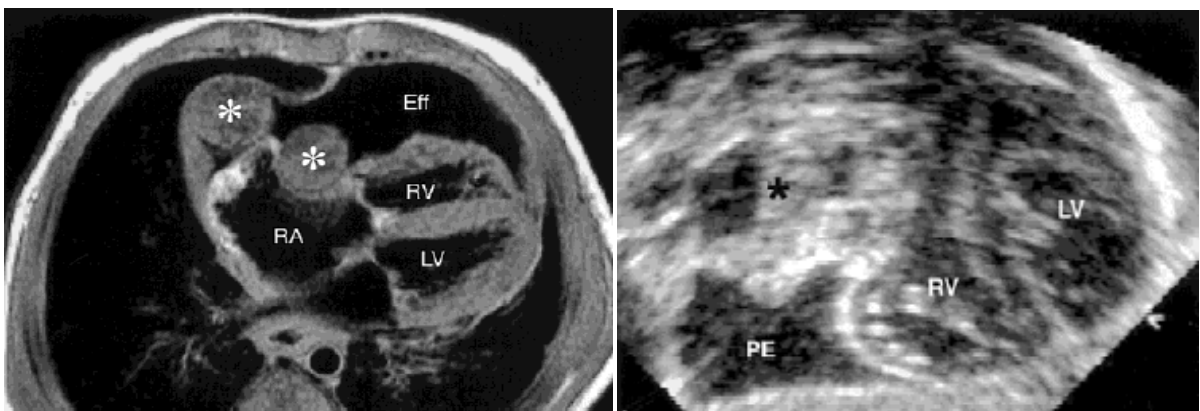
Teratoma intrapericárdico e extenso derrame pericárdico em imagens de ressonância neuromagnética e ecocardiograma. Fonte: Freedom, 2000¹⁶
